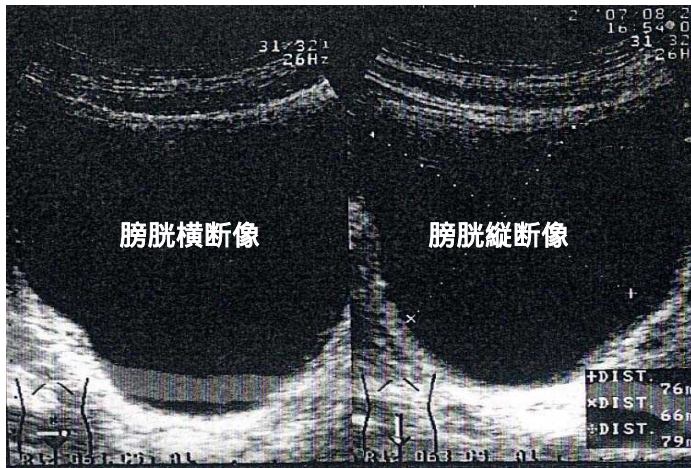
経腹的超音波像 198 mLの残尿が認められる。
